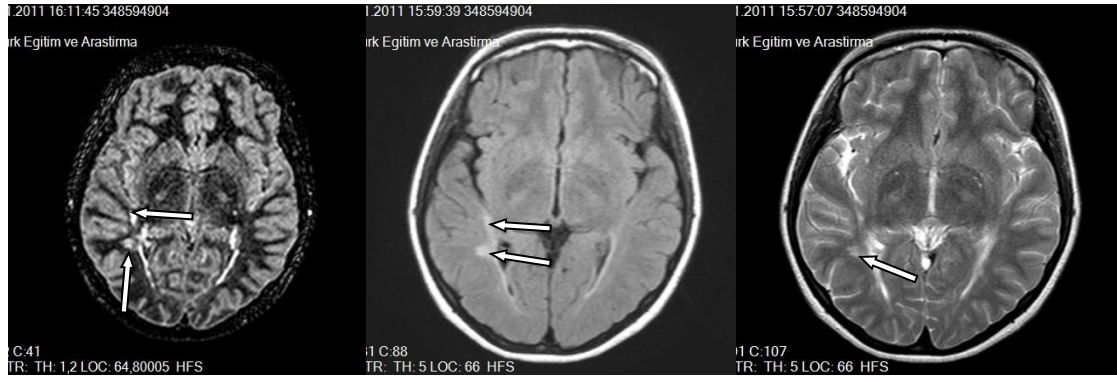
Bir hastaya ait MS lezyonlarını gösteren T2, FLAIR ve DIR görüntüleri
